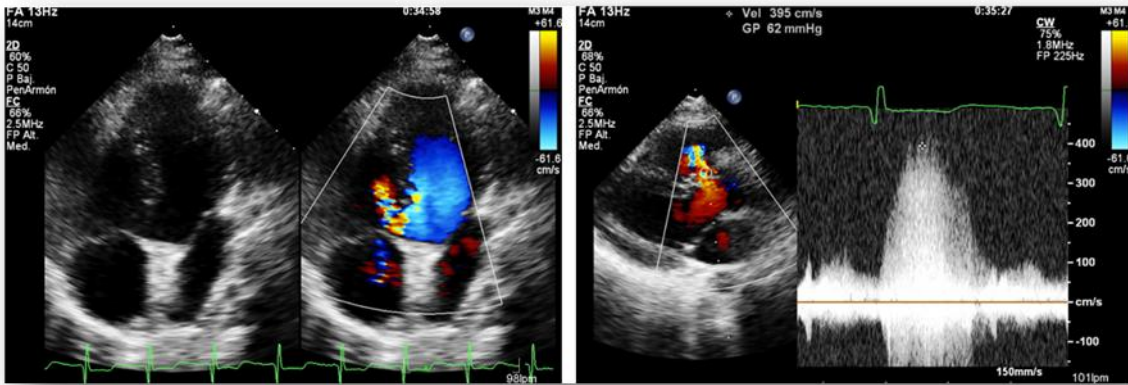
ECOTT. Izquierda: Vista apical cuatro cámaras con Doppler color, donde se aprecia un defecto del septum interventricular. Derecha: Eje largo parasternal que muestra la medición del gradiente trans-CIV con Doppler continuo para el cálculo de la PSAP.
